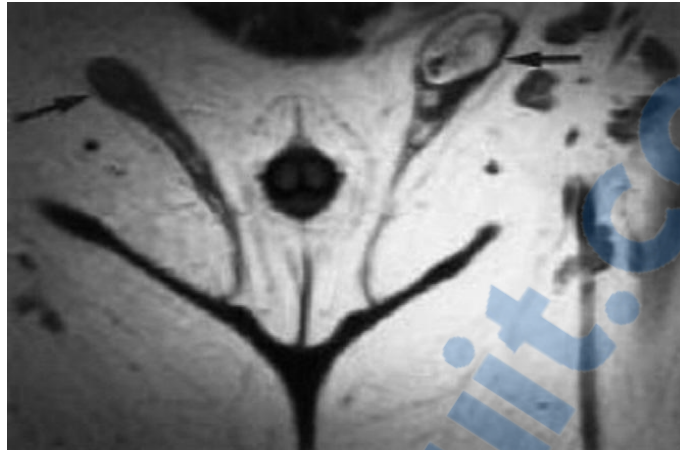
Une IRM pelvienne démontrant des testicules bilatéraux intra canaliculaires
